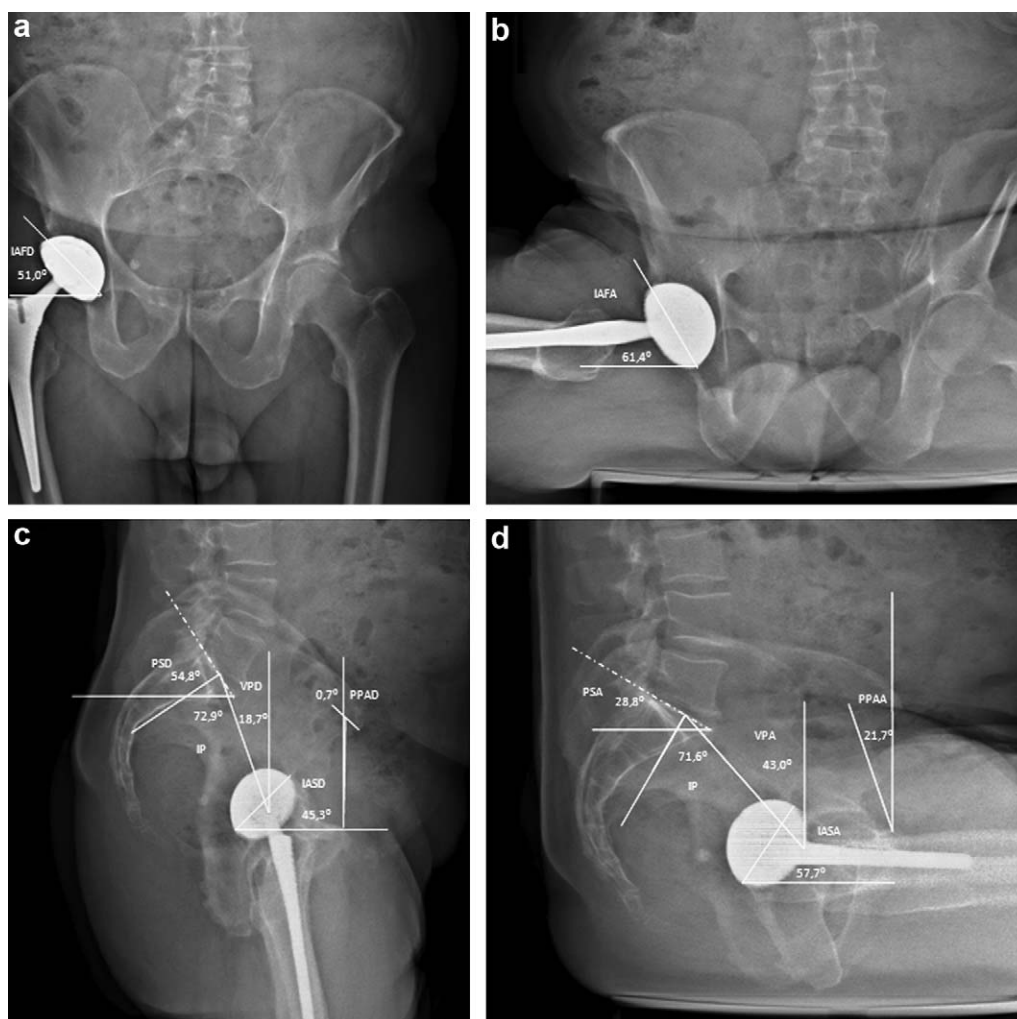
Radiographies EOS : a et c : vues de face et de profil debout ; b et d : vues de face et de profil assis. IP : incidence pelvienne, PSD : pente sacré debout, PSA : pente sacré assise, VPD : version pelvienne debout, VPA : version pelvienne assis, PPAD : plan pelvien antérieur debout, PPAA : plan pelvien antérieur assis, IAFD : inclinaison acétabulaire frontale debout, IAFA : inclinaison acétabulaire frontale assis, IASD : inclinaison acétabulaire sagittale debout, IASA : inclinaison acétabulaire sagittale assis.
